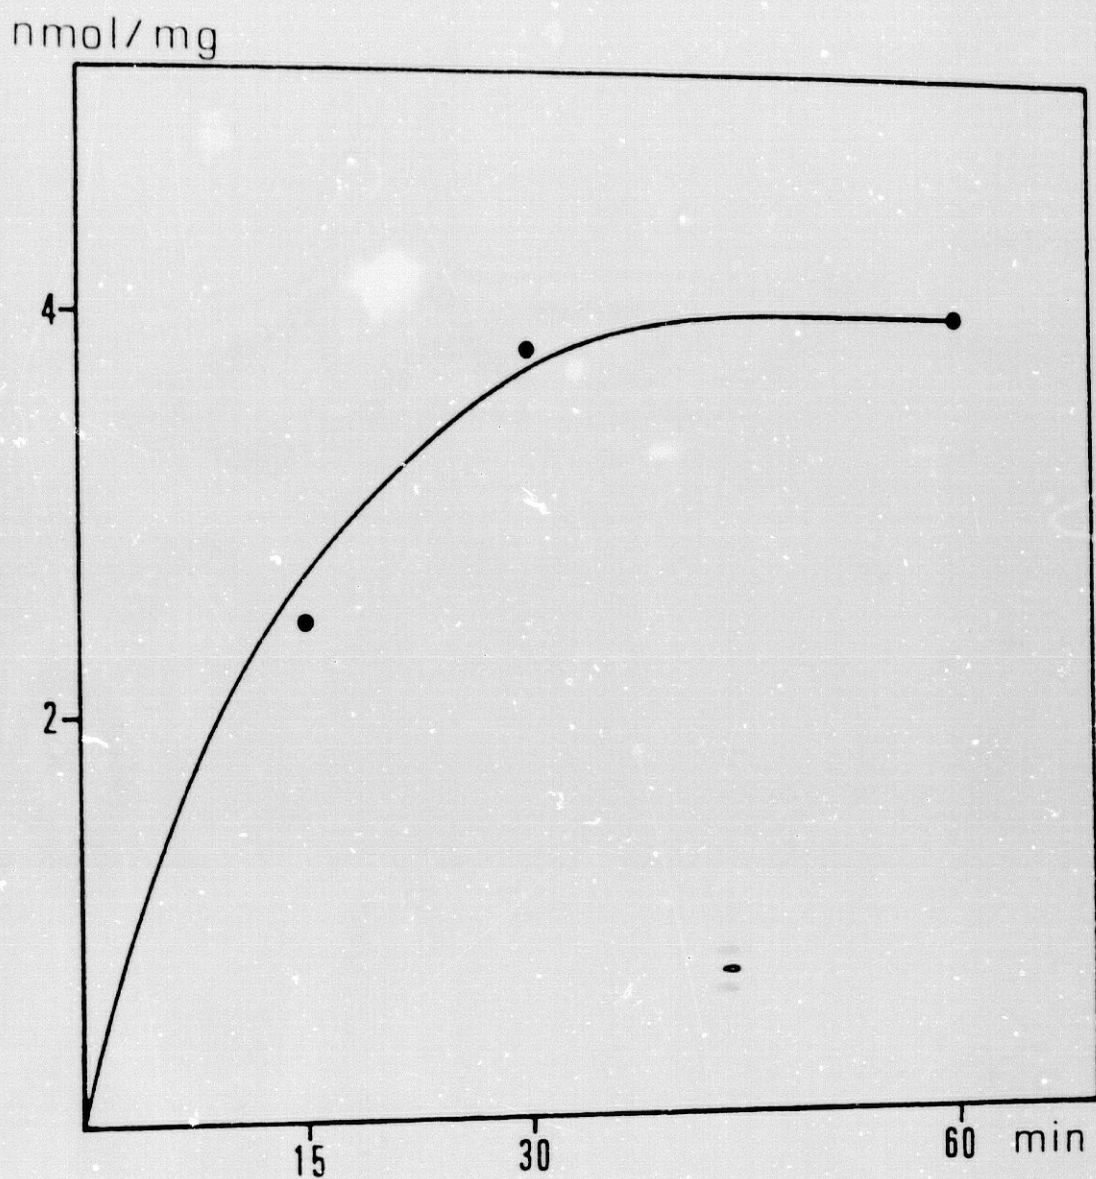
VARIACION DE LA FORMACION DE DHT RESPECTO DEL TIEMPO DE INCUBACION EN CUERO CABELLUDO ALOPECICO. 0.2 mg DE PROTEINAS INCUBADOS CON $^3\text{H-T}$ 25 μM A 37°C A TIEMPOS VARIABLES. LA ACTIVIDAD SE EXPRESA COMO nmOL DE DHT FORMADA / mg DE PROTEINA.
